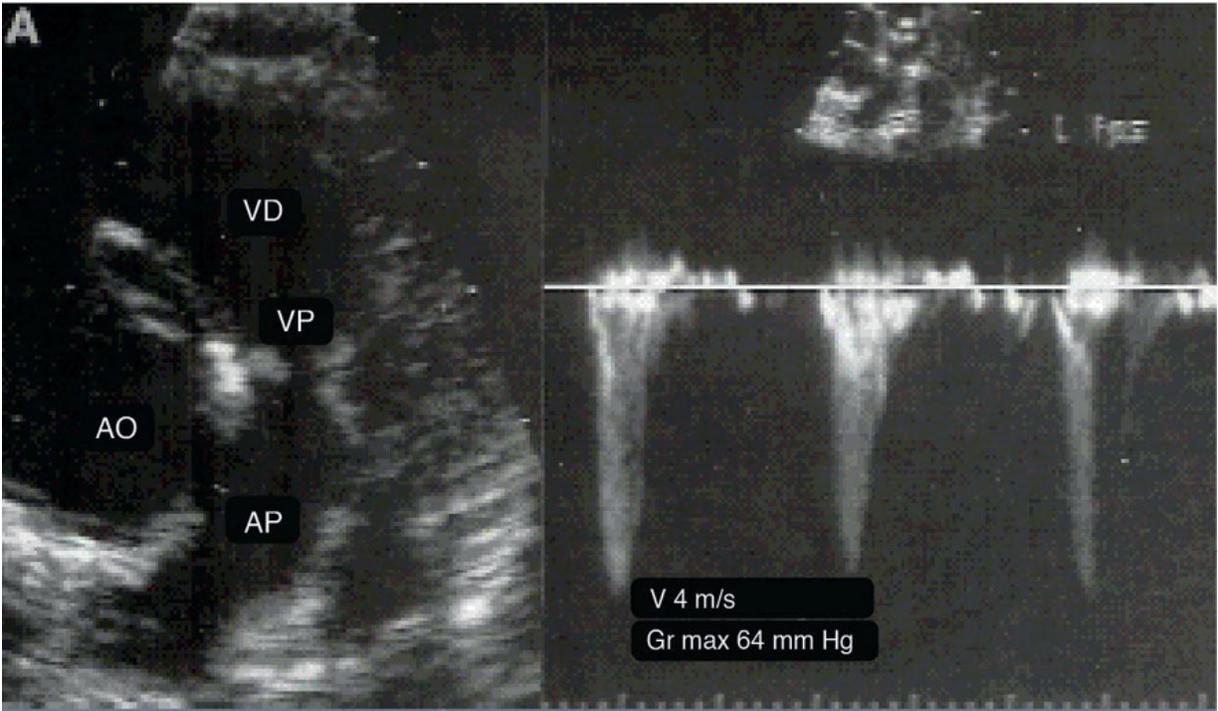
Estenosis pulmonar severa, eje corto a nivel de grandes vasos. Ecodoppler.
